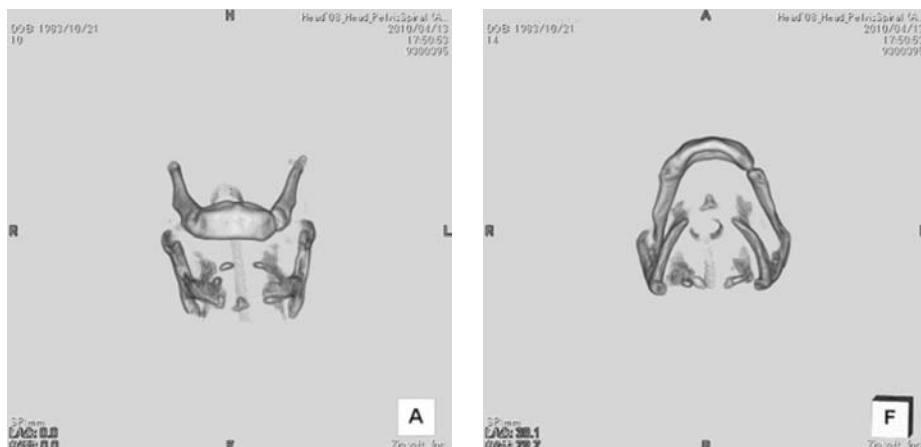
3D-CT reconstruction around the cricoid cartilage indicates cricoid cartilage injury.
